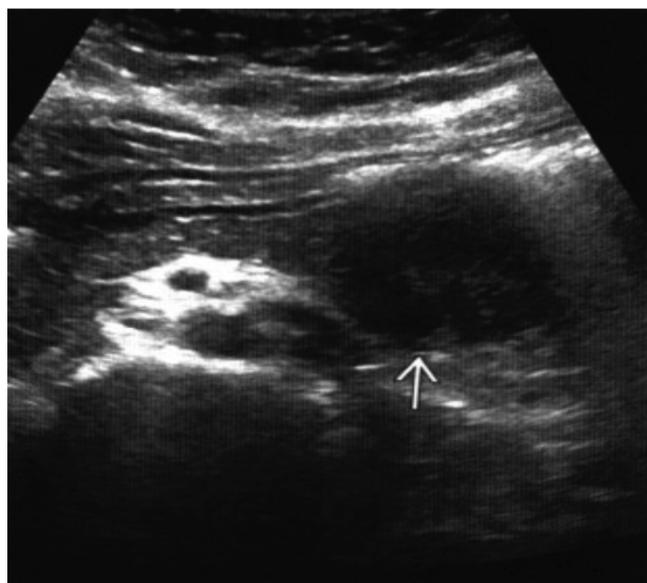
УЗИ солидной псевдопапиллярной опухоли поджелудочной железы. Стрелкой указан кистозный компонент опухоли.
